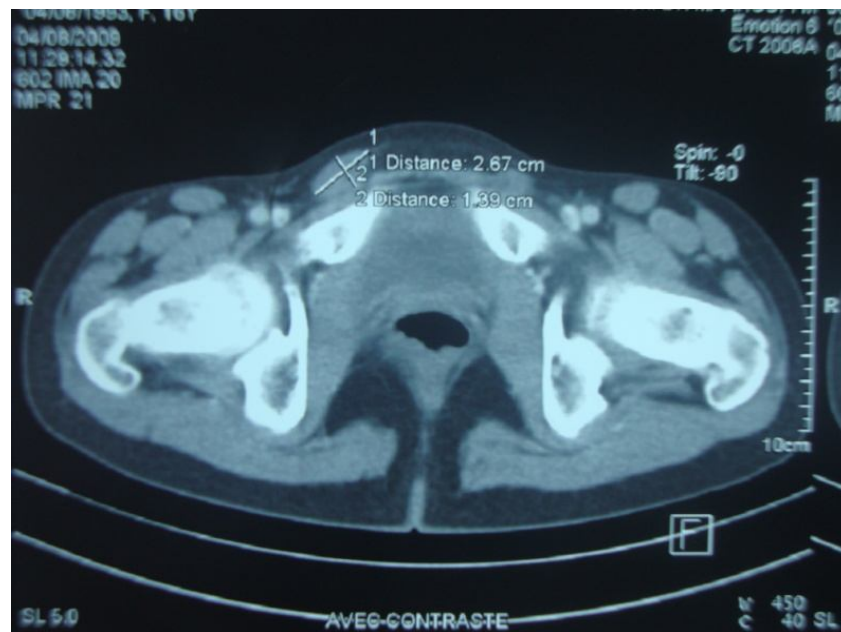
TDM confirmant l'absence de l'utérus et la présence des testicules en position ectopique
